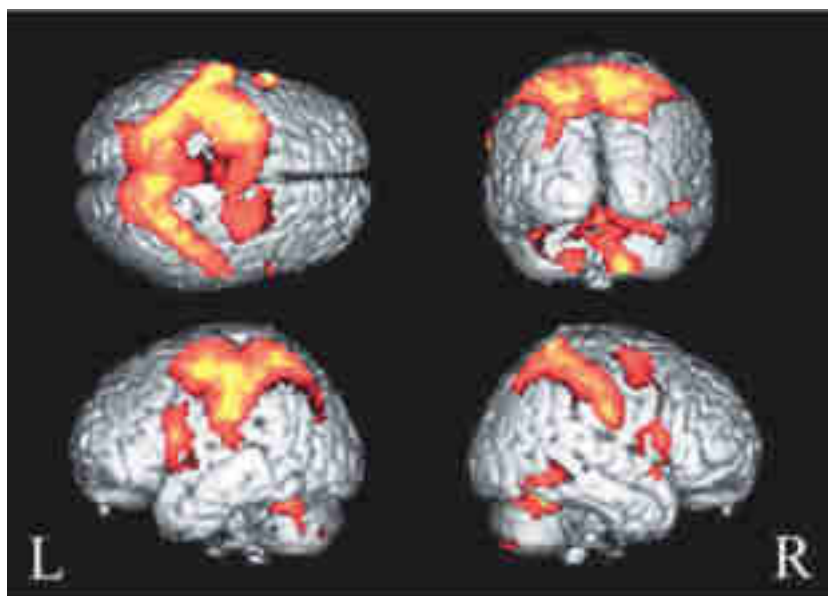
Vues supérieure, postérieure et latérales droite et gauche d'une IRM
